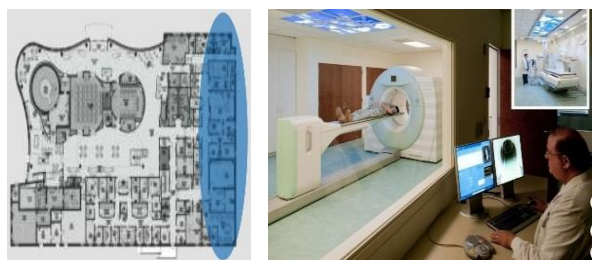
Національний центр досконалості (NICoE). Комп'ютерна томографія [29]
